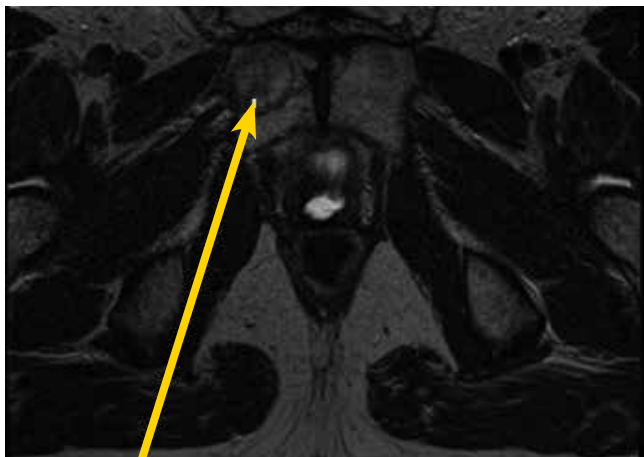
МРТ. Метастаз в лонную кость справа. 25.07.2013 г.
